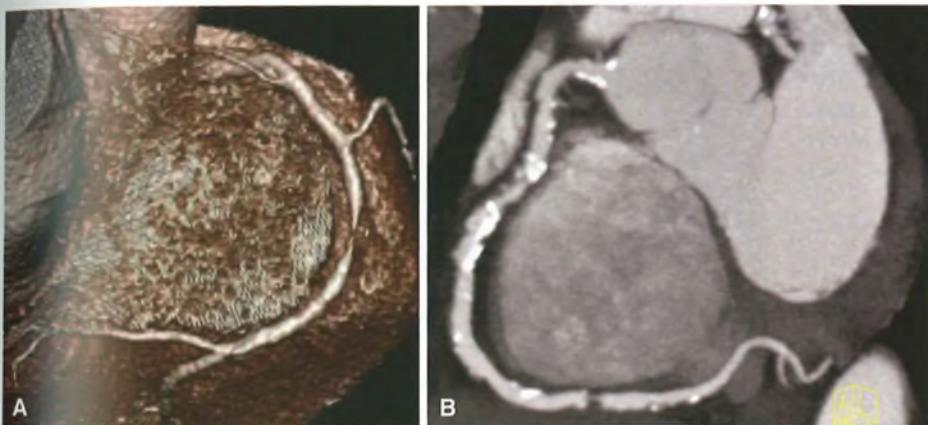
TAC cardiaca: A) immagine tridimensionale del ramo coronario destro con stenosi subocclusiva a livello del tratto medio; B) la ricostruzione bidimensionale evidenzia la presenza di numerose calcificazioni lungo il decorso di tutta l'arteria; viene confermata la stenosi subocclusiva.
